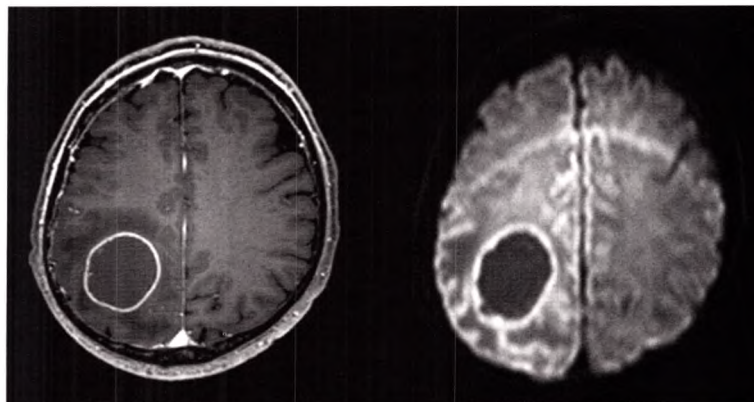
❖ IRM en séquence T1 injectée (à gauche) et de diffusion (à droite). Image typique d'une métastase, avec son aspect en cocarde (centre nécrotique, rehaussement périphérique). La séquence de diffusion (hyposignal ; diffusion non restreinte) a permis d'exclure un abcès.
